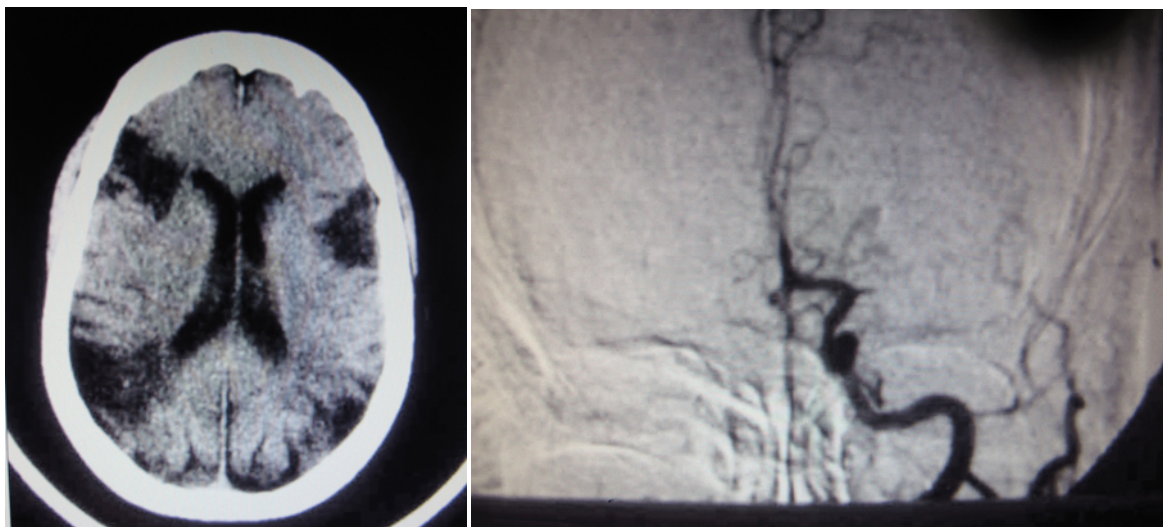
■ Paciente 1. Mujer de 45 años que ingresa por pérdida de conciencia, hemiplejía derecha, fiebre, anemia hemolítica y nefritis. Diagnosticada de síndrome antifosfolípido catastrófico. En la TC se aprecian múltiples infartos en diferente estadio evolutivo. La arteriografía muestra obstrucción de la arteria cerebral media.
